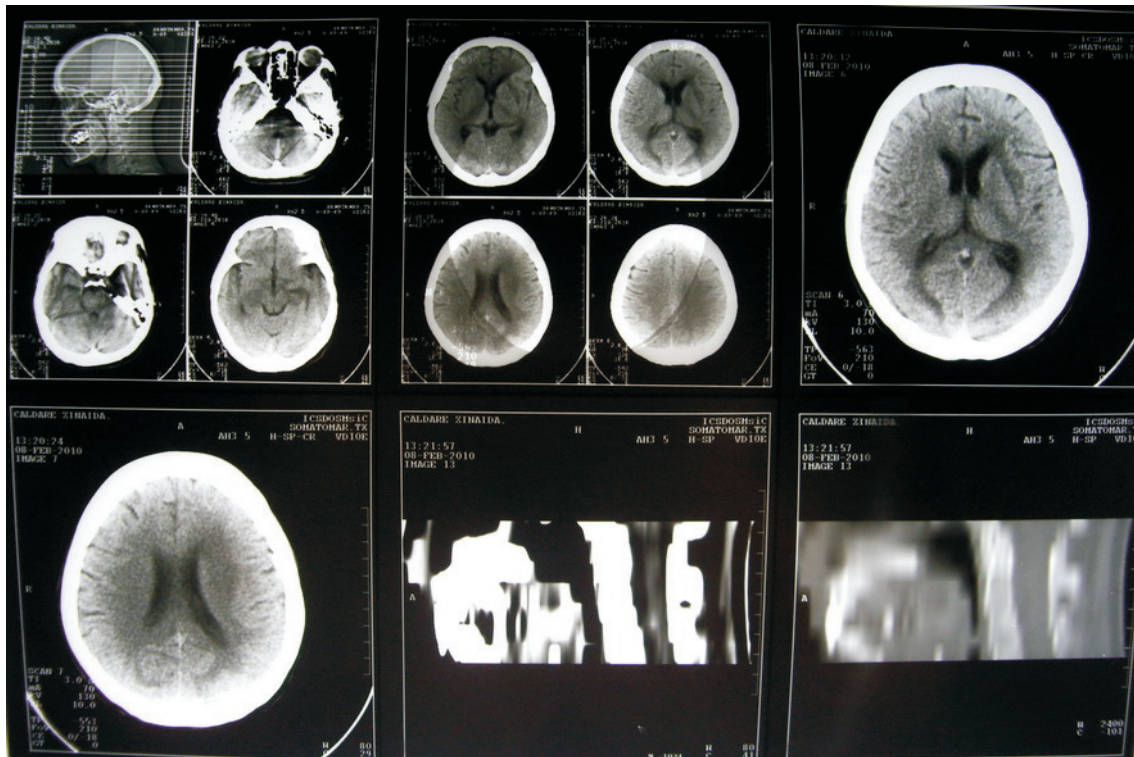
Tomografia computerizată cerebrală a pacienti C. (peste 37 zile de tratament).
